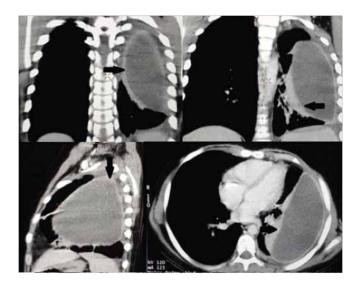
Tomografía Computarizada de Tórax. Empiema pleural izquierdo de 375ml con dimensiones de 6x12x14 cm, con pequeña área de consolidación asociada con atelectasia pasiva del pulmón izquierdo.
